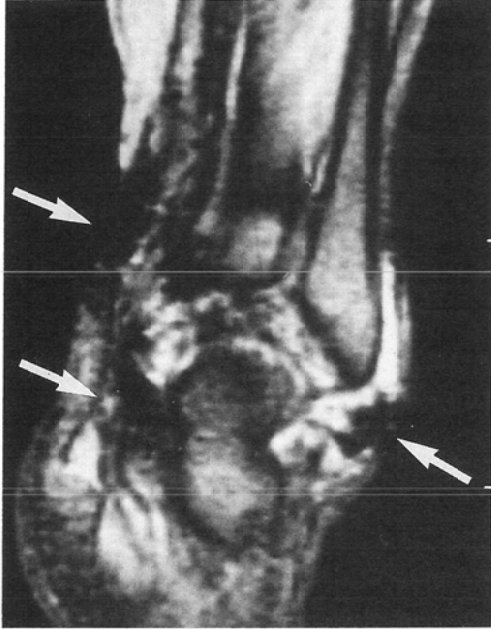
Pigmented villonodular synovitis 47-year-old female. T2-weighted coronal image (SE 1, 700/100) shows a heterogeneous tumor in the left ankle joint. Pigmentations of hemosiderin can be seen as very low intensity areas (arrows).
